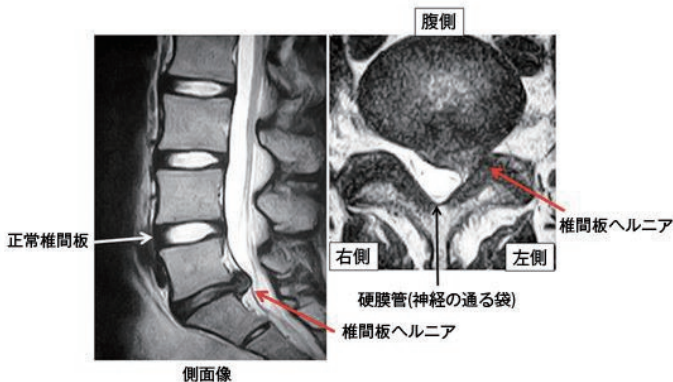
腰椎椎間板ヘルニアのMRI画像(日本脊椎脊髄病学会ホームページ)
